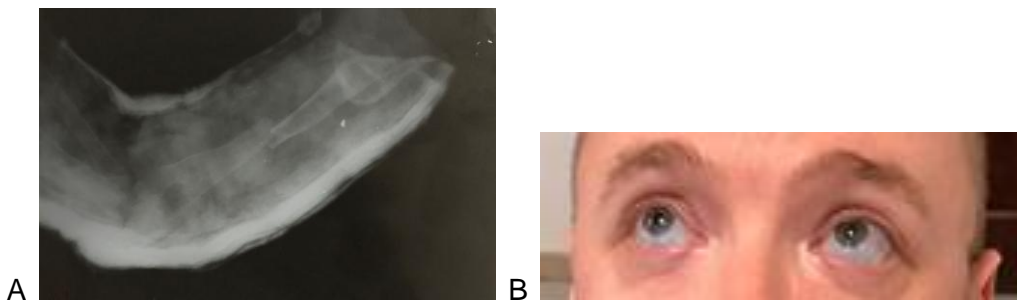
L'ostéogénèse imparfaite, (A) les radiographies révèlent une ostéoporose et des fractures osseuses apparues dans la petite enfance, (B) des sclérotiques bleues
